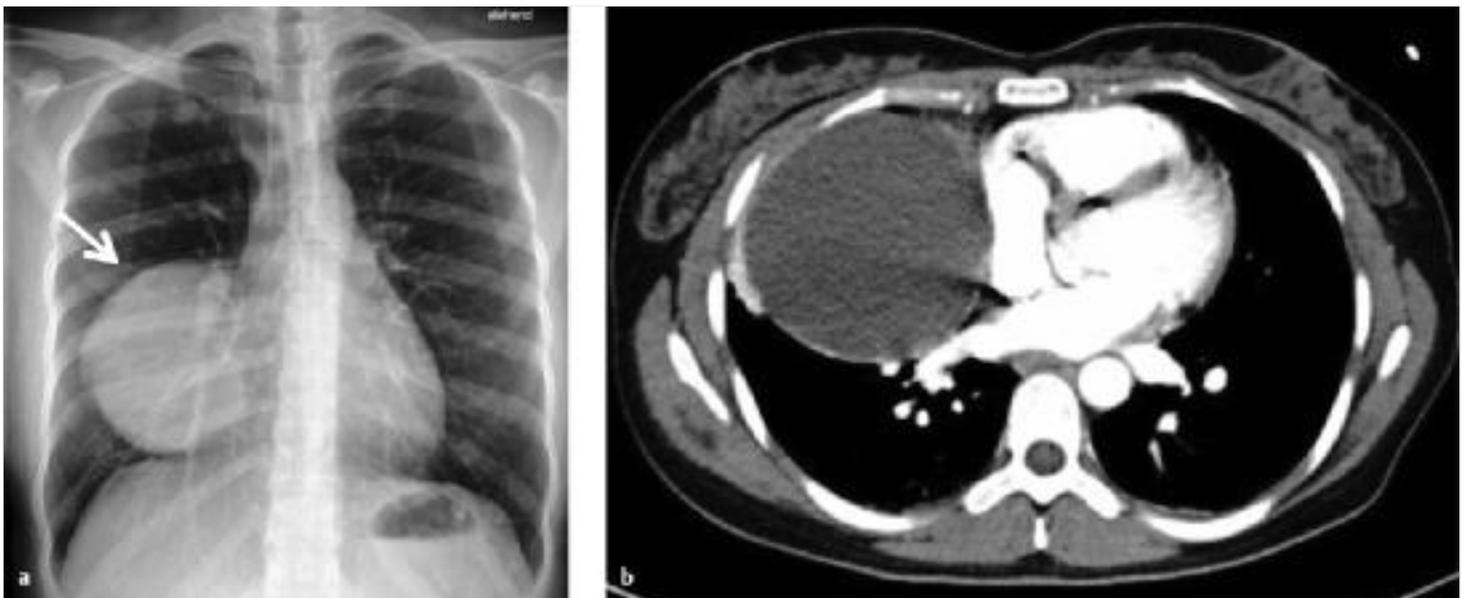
Perikardzyste. Große Perikardzyste, die sich im konventionellen Röntgenbild auf den rechten kardiophrenischen Winkel projiziert (a, Pfeil). Die CT-Untersuchung (b) zeigt eine zystische Raumforderung mit feiner Wand ohne Kontrastmittelanreicherung neben dem rechten Vorhof.
